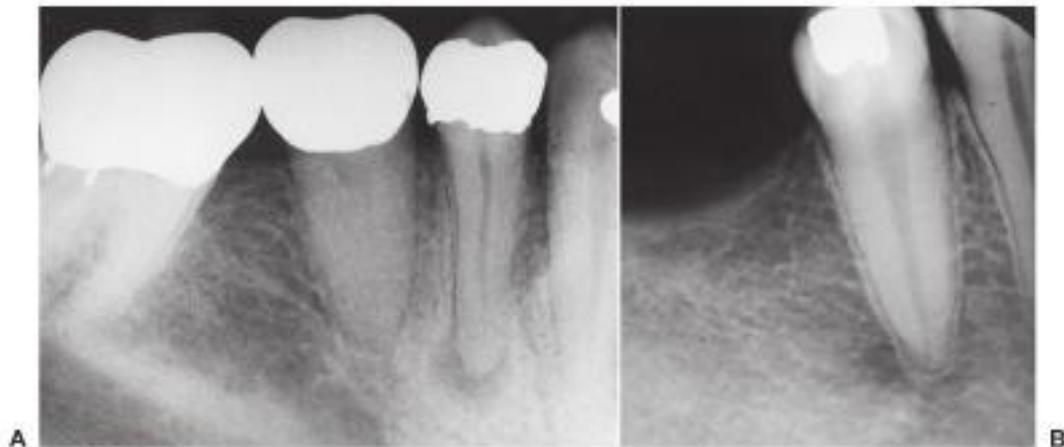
A, Imagen radiolúcida periapical. El cirujano debe conocer su existencia antes de la extracción para permitir un manejo apropiado. B, Imagen radiolúcida periapical alrededor del premolar inferior, que representa el agujero mentoniano. El cirujano debe saber que no se trata de una alteración patológica. Se observa una lámina dura intacta en B, pero no en A.
